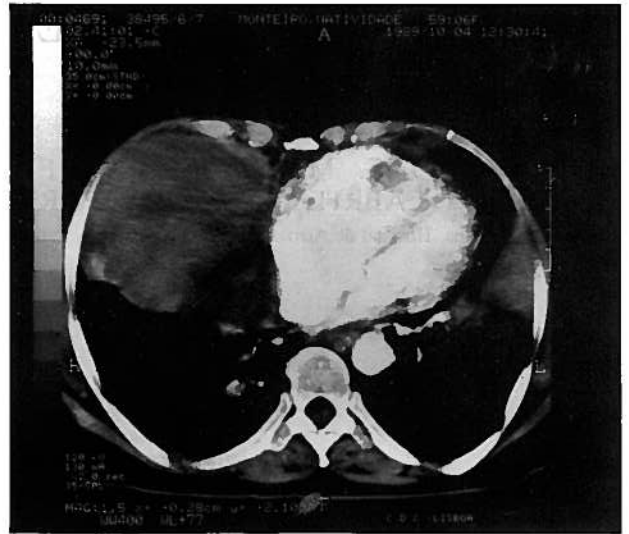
TAC Torácico — Estudo dinâmico após injeção de contraste.
